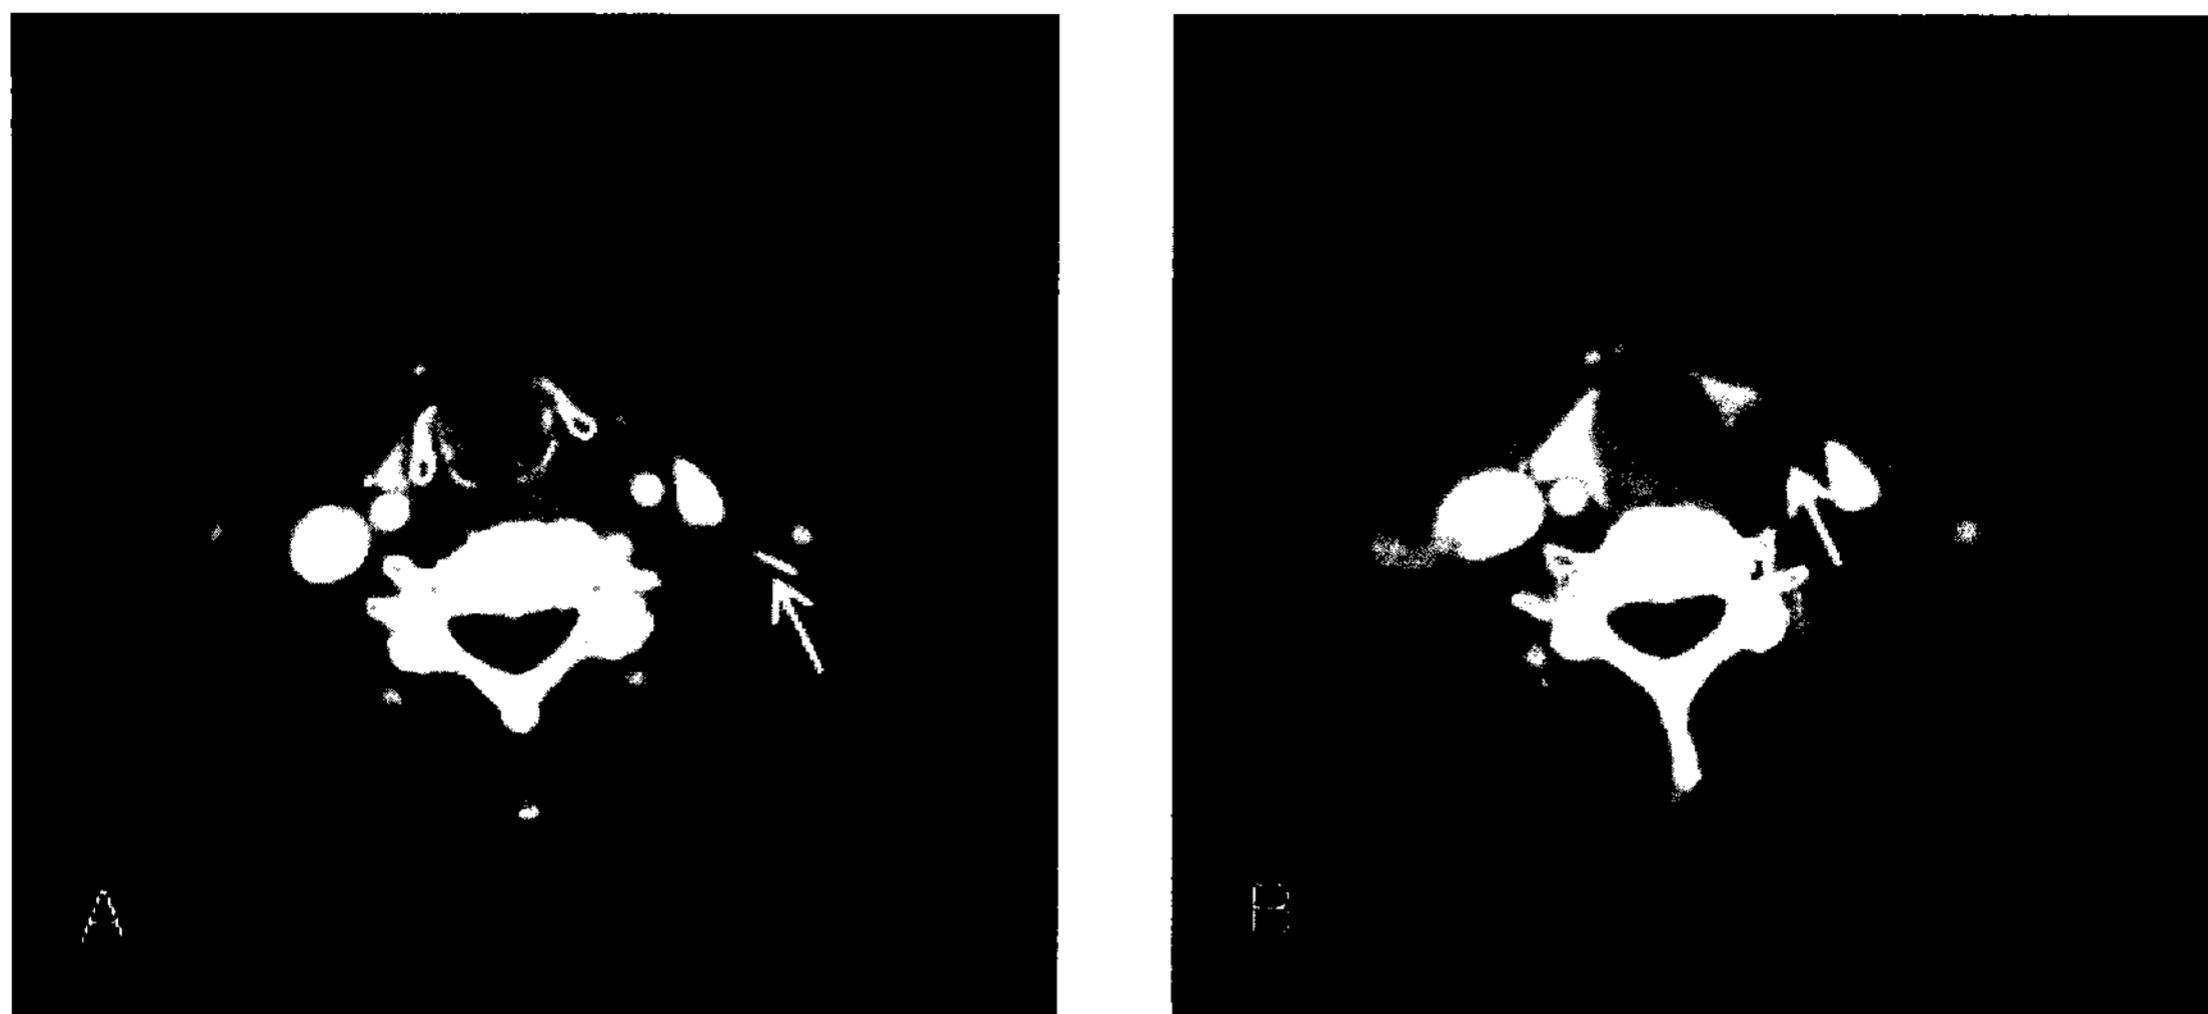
Preoperative axial view of CT scans. A : Calcified density of left sternocleidomastoid muscle (white arrow). B : Low density fluid collection of left thyroid lobe area and carotid space with peripheral rim enhancement(white arrow).
